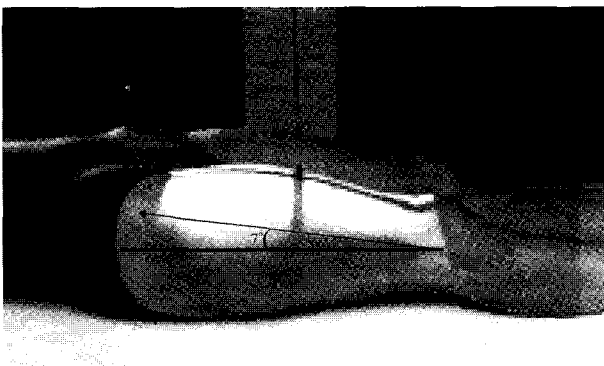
The average of inclination at femoral region (7°) in the radiography of long bone.
